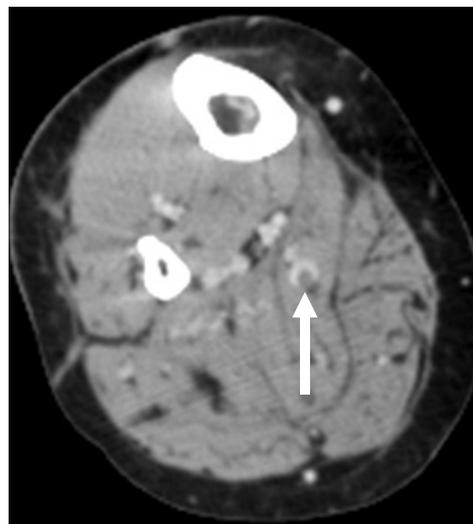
A 75-year-old woman, who underwent total knee arthroplasty on her right knee, was diagnosed with deep vein thrombosis in the calf muscular tributary vein (arrow) by computed tomographic angiography.
